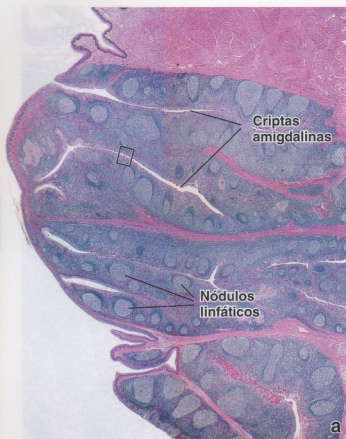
• Microfotografías de amígdala palatina. a. En esta microfotografía se ve con poco aumento un corte de amígdala palatina teñido con H-E. El epitelio estratificado plano de la superficie de la amígdala se invagina en el tejido conjuntivo subyacente en varios sitios para formar las criptas amigdalinas, 25 \times . b. Esta microfotografía de la región contenida en el rectángulo de a muestra con más aumento el epitelio estratificado plano (SSE) que reviste la cripta amigdalina. En la porción de la foto que está debajo de la luz de la cripta, el SSE aparece bien delimitado y se halla separado del nódulo linfático (LN) por una capa de tejido conjuntivo (CT). En la porción superior de la imagen, el SSE apenas puede reconocerse a causa de la gran infiltración linfocítica; sin embargo, las células epiteliales están allí, aunque sean difíciles de identificar. En efecto, el nódulo linfático ha proliferado dentro del epitelio, lo ha distorsionado y ha hecho desaparecer el límite bien definido que normalmente se ve entre el tejido epitelial y el tejido conjuntivo, 450 \times .
